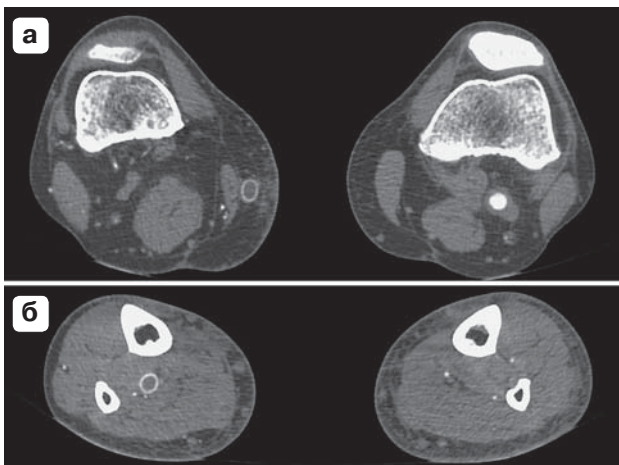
МСКТ-ангиограммы пациента 2, 56 лет, аксиальная плоскость на уровне фрагментов окклюзированного шунта. а – на уровне коленных суставов; б – на уровне нижней трети голени.
